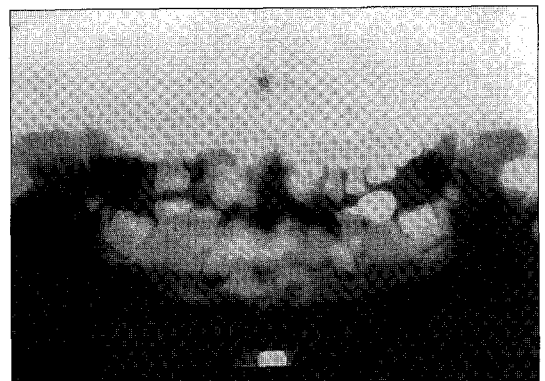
orthopantomogram(patient)
